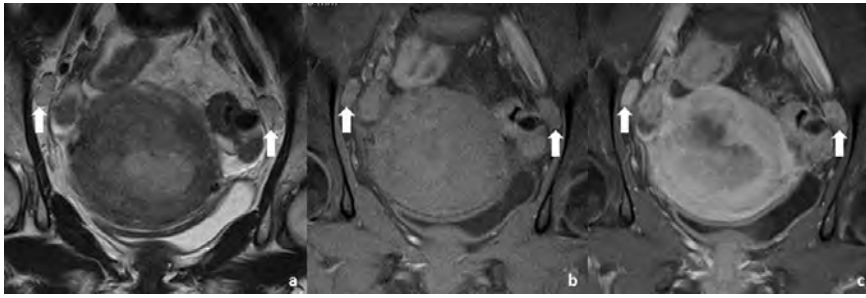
Mulher de 68 anos, com um adenocarcinoma endometrióide do endométrio estágio IIIA por invasão da serosa. A RM pélvica de estadiamento, com sequências em plano axial oblíquo perpendicular ao corpo, ponderadas em T2 (a), T1 com saturação de gordura (b) e T1 com saturação de gordura após administração de gadolínio (c) revela volumoso tumor do endométrio, com invasão da metade exterior do miométrio e extensão à serosa. Observam-se pelo menos dois gânglios positivos por critérios morfológicos, localizados na bifurcação ilíaca, à direita com 18x9mm e à esquerda com 20x12mm. Após a cirurgia, a análise histopatológica revelou tratar-se apenas de gânglios reactivos, de padrão inespecífico. Dada a evidência de gânglios suspeitos, a RM levou ao sobre-estadiamento do tumor.
